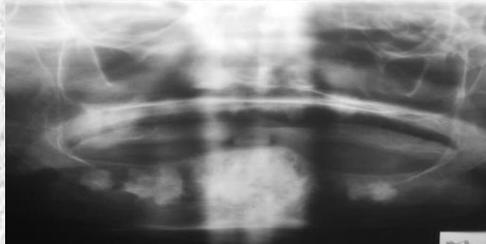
Radiographie panoramique. Multiples images radio-opaques sur les quatre quadrants de façon presque symétrique et une volumineuse opacité symphysaire.
